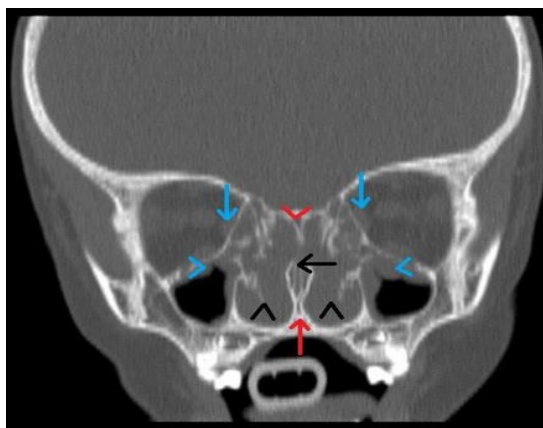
Tomografia computerizată a sinusurilor paranazale pentru studiu de caz
